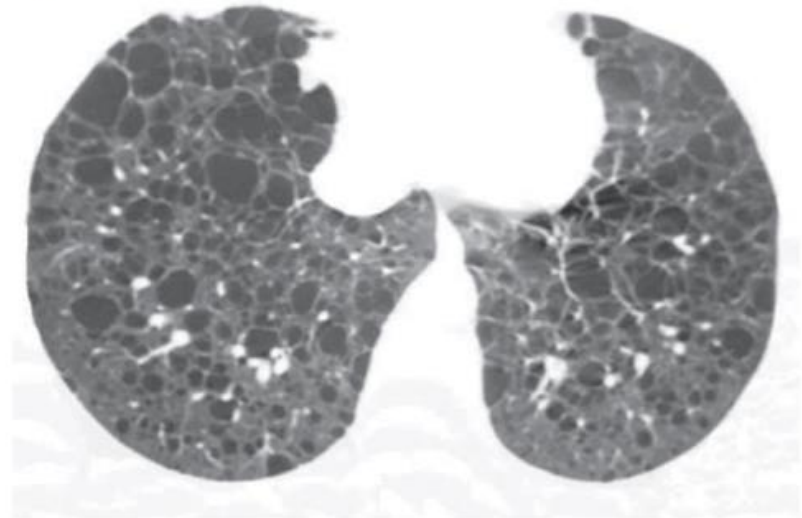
A 38-year-old woman with lymphangioleiomyomatosis. High-resolution computed tomography scans of a) upper and b) lower lobes show multiple thin-walled cysts distributed symmetrically throughout both lungs, with normal intervening lung parenchyma.
